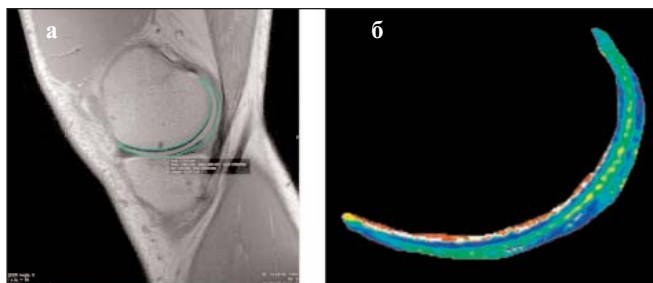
МРТ с цветовым T2-картированием хрящевой ткани (T2-MAP): а – стандартная сагиттальная проекция КС и выбор исследуемого фрагмента тибioфemorального сегмента хряща; б – сагиттальные срезы¹
